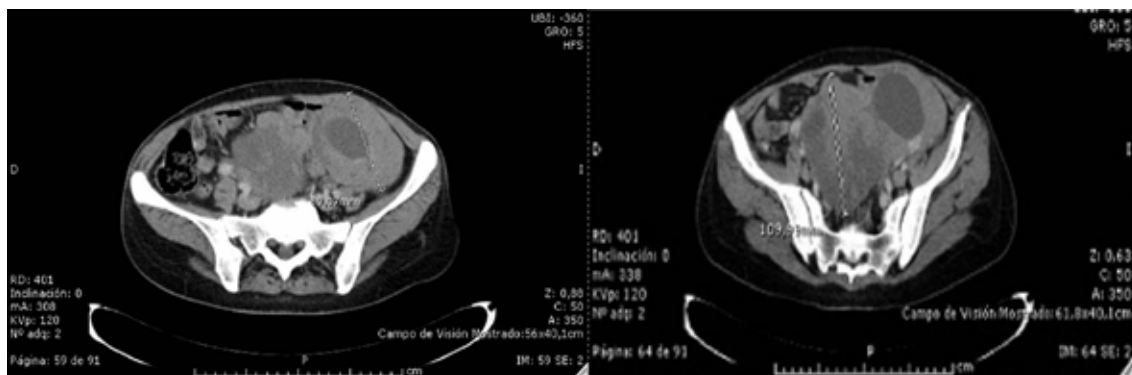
Imagen de TAC que muestra gran tumoración bilateral abdomino-pélvica.
